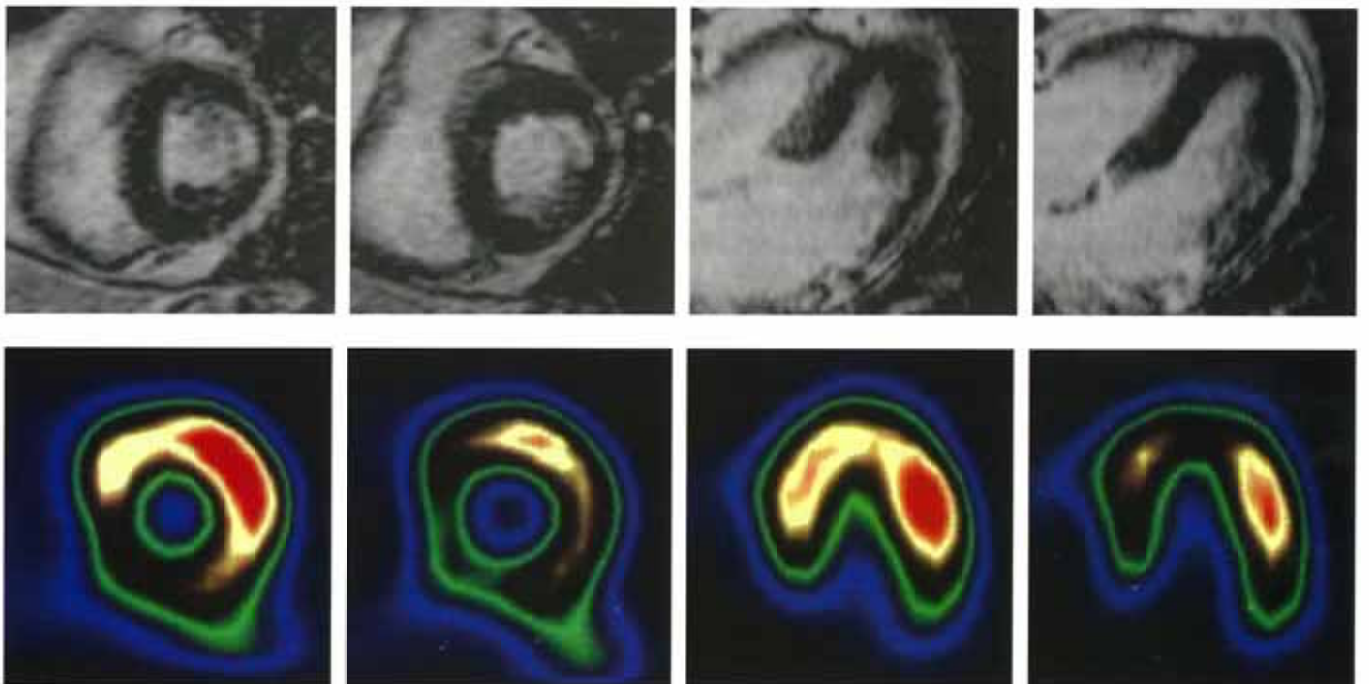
A 75-year-old man with  $^{201}\text{Tl}$  SPECT perfusion images showed a false-negative finding of no myocardial infarcts, whereas delayed-enhancement MR imaging clearly detected myocardial infarcts.
